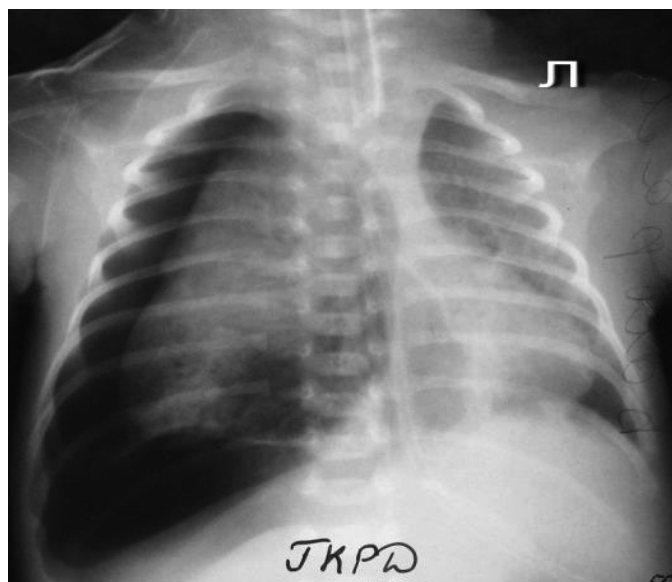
Правосторонний напряженный пневмоторакс, с коллабированием легкого на 1/2, с формированием медиастинальных псевдогрыж у недоношенного ребенка в возрасте 5 суток (обзорная рентгенограмма ОГК).
